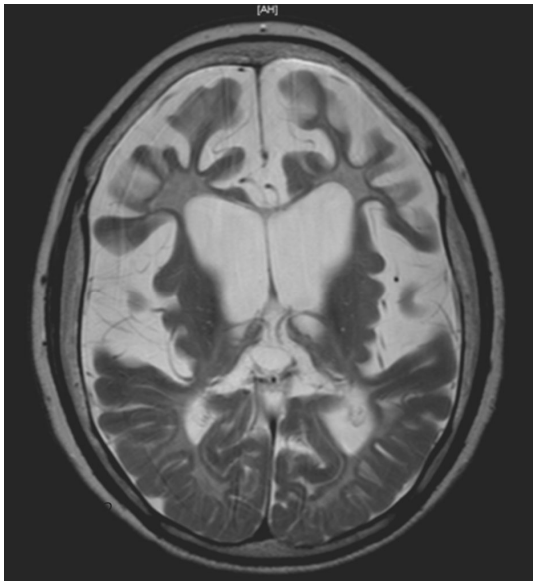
Follow up T2-weighted MRI, taken when the patient was 24 years old, shows interval progression of diffuse atrophic change and extensive white matter involvement in the brain.
